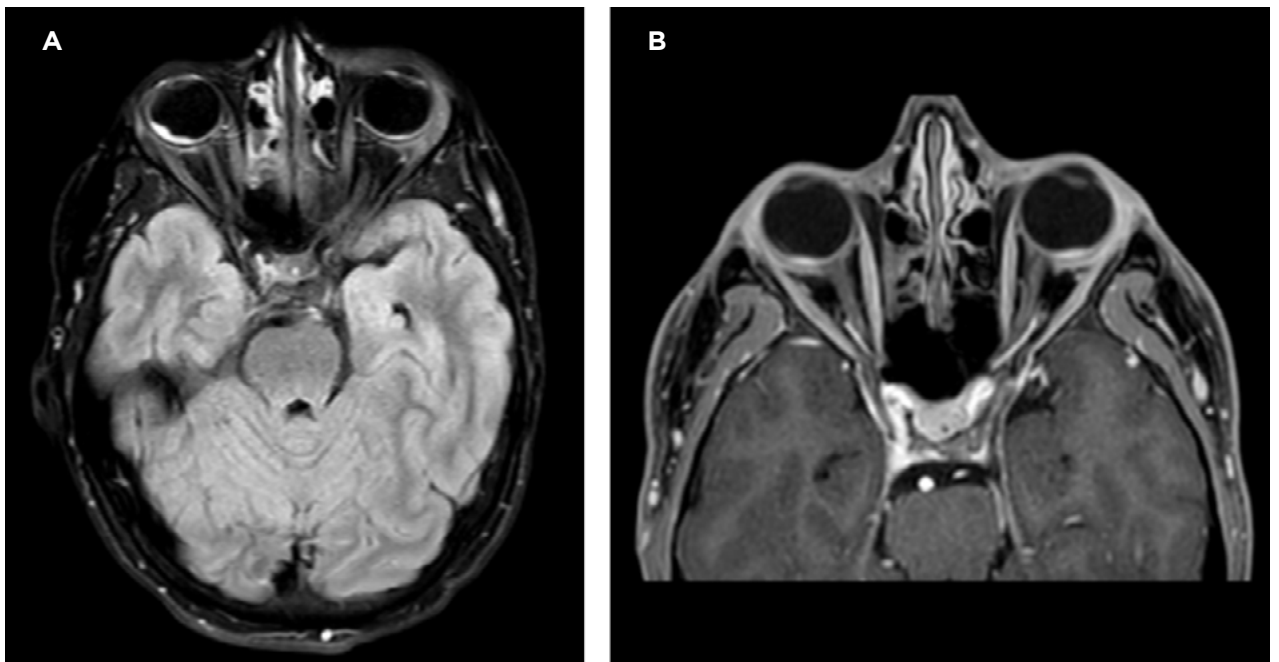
Resonancia magnética. A la izquierda en la imagen A se observa secuencia FLAIR previo a la administración de contraste. A la derecha en imagen B, se evidencia secuencia en T1 luego del contraste.
